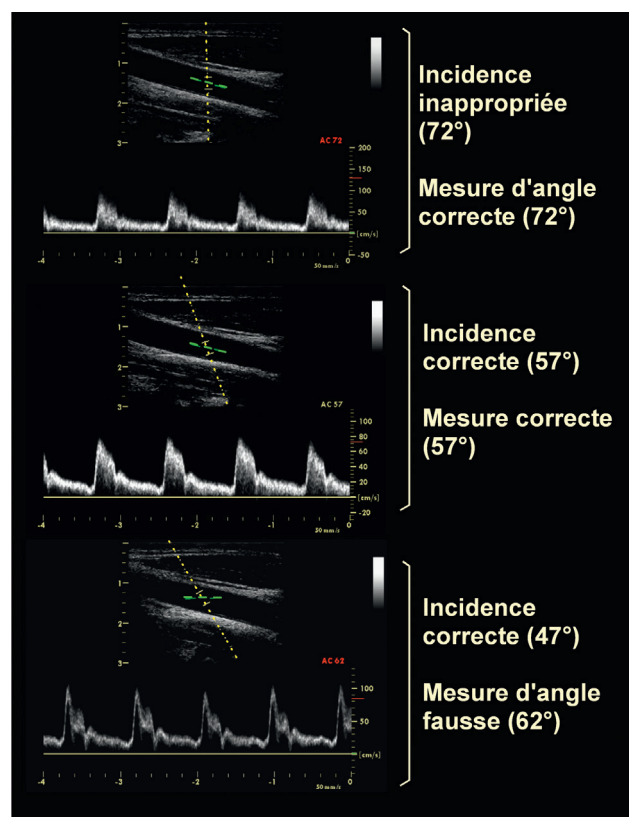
La détermination et la mesure de l'angle d'incidence sont cruciales pour l'évaluation précise des vitesses circulatoires sanguines et, par exemple, du degré de sténose d'une artère. Une incidence selon un angle trop grand entraîne l'obtention d'un signal Doppler de basse fréquence, avec une incertitude prohibitive sur la mesure de vitesse. Un angle trop aigu expose à l'obtention d'un signal Doppler atténué. Lorsque l'incidence appropriée a pu être trouvée, il convient d'en mesurer l'angle avec précision.
